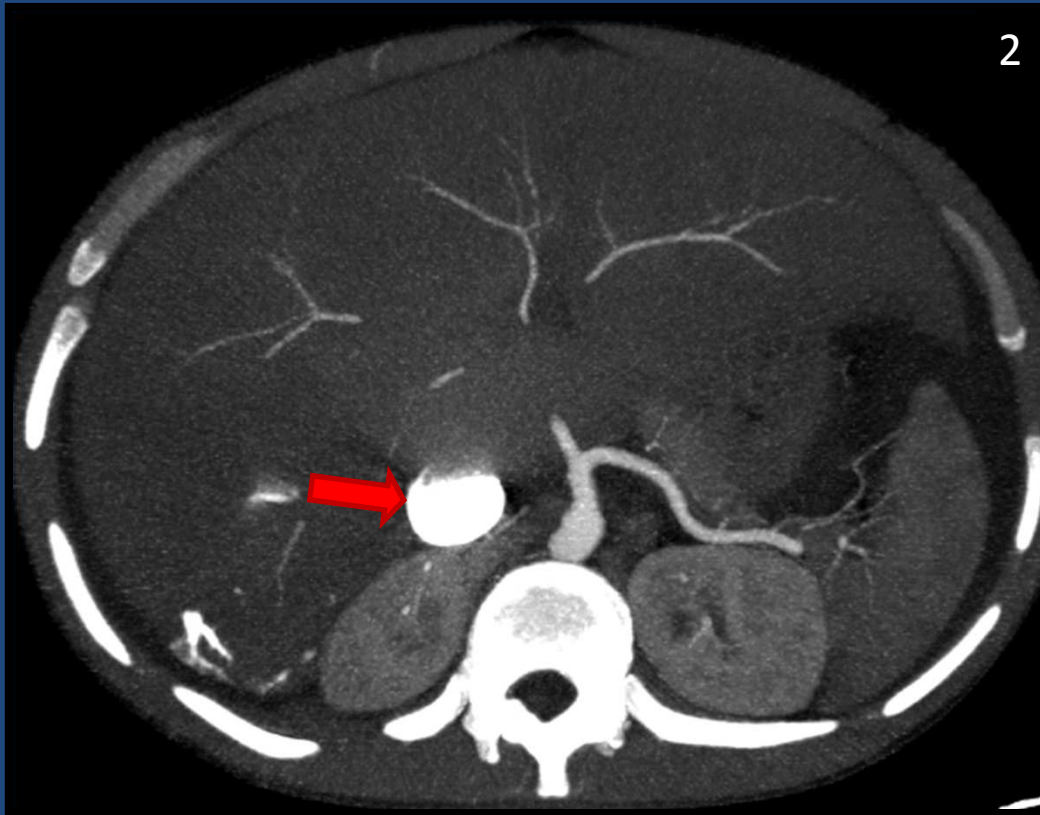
TC de abdomen en fase arterial. Reconstrucción axial que evidencia una vena cava inferior aumentada de calibre con estasis de contraste en su interior (flecha roja).
